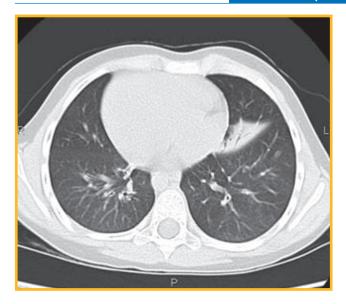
Компьютерная томограмма от 03.10.11: полное обратное («зеркальное») расположение внутренних органов, уплотнение легочной ткани в S4,5 слева с объемным уменьшением доли и видимыми просветами бронхов в ней. Сближение главной и добавочной междолевых щелей слева, утолщение стенок сегментарных и субсегментарных бронхов, наиболее выражено в базальных сегментах справа
